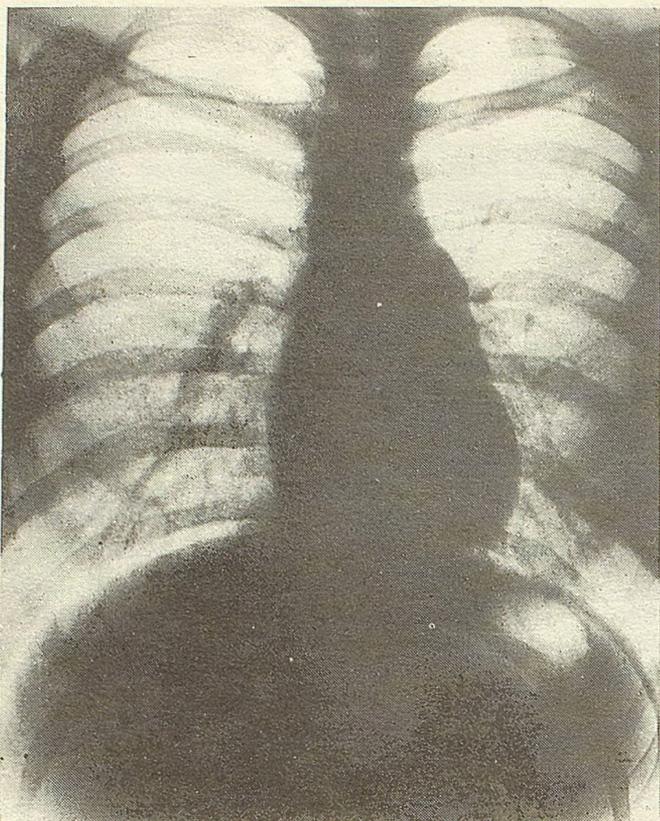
Рентгенограмма больной А. М.
